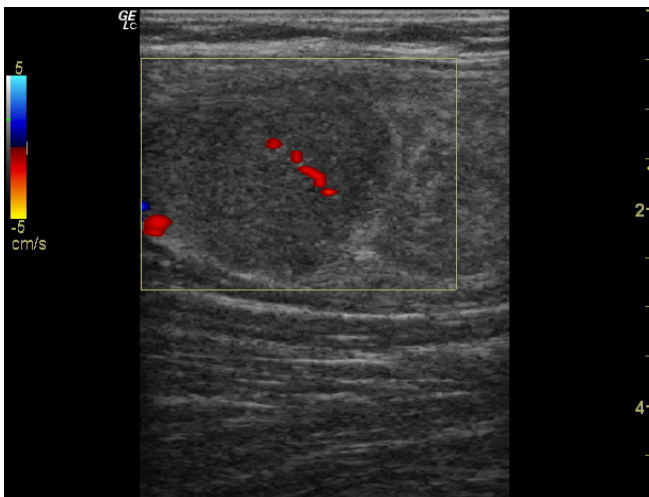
Doppler de la zona superior de la masa con captación central y periférica.
